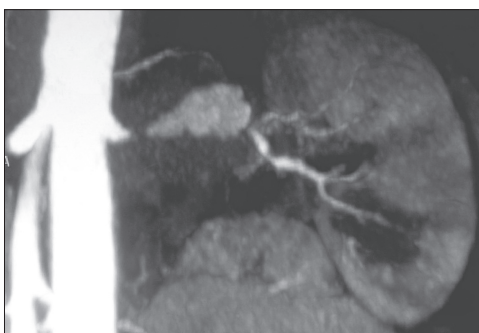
Больной А. Компьютерная томография, КТ-ангиография. Аневризма левой почечной артерии с проксимальной окклюзией и обеднением внутрипочечного кровотока левой почки
